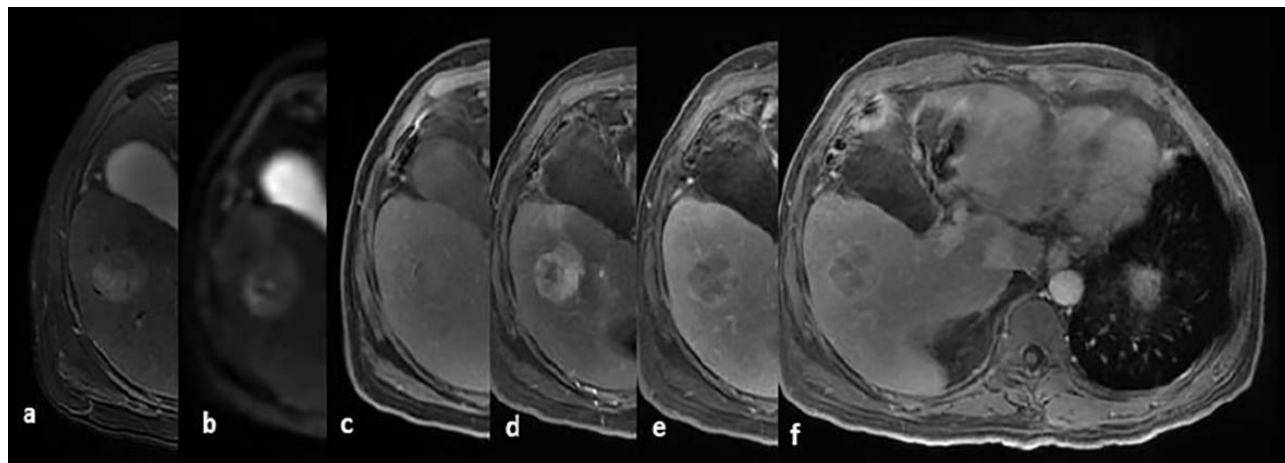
RM en plano axial, T2 (a), Difusión (b), T1 (c), T1Gd fase arterial (d), T1Gd fase portal (e), T1Gd fase tardía (f).
